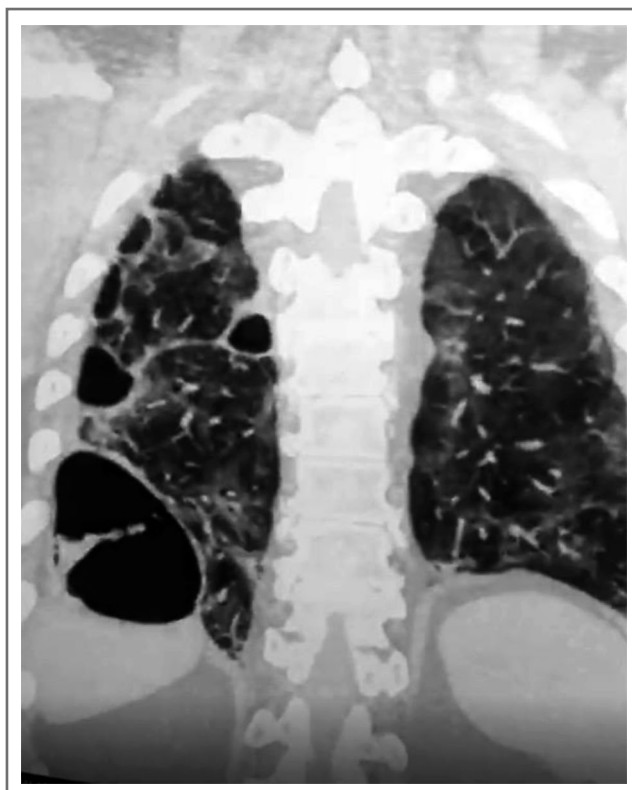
КТ органов грудной клетки больного COVID-19 на 14-е сутки от начала лихорадочного периода, участки консолидации легочной ткани.
